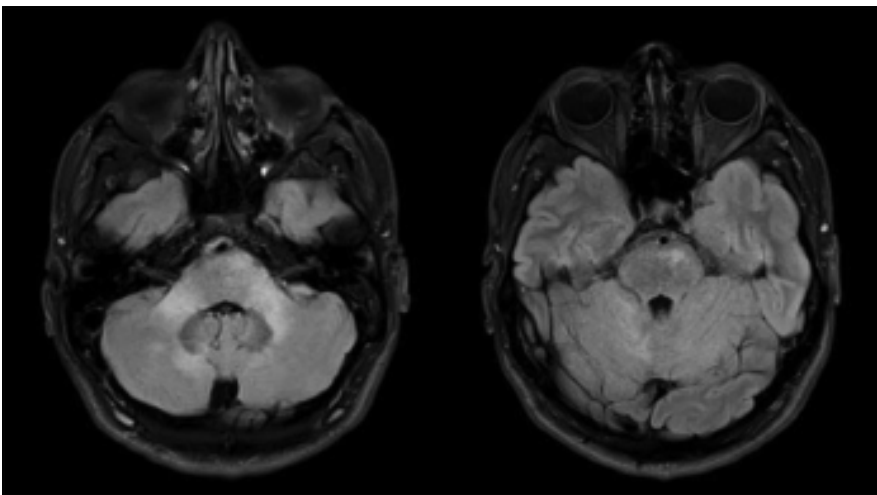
Paciente con LEMP de fosa posterior. RNM de cerebro, FLAIR: Lesiones hiperintensas no tumefactas y parcialmente confluentes de la sustancia blanca cerebelosa profunda, compromiso preferente de ambos pedúnculos medios, asociados a hiperseñal de fibras pontinas transversas y del haz córtico-espinal.
